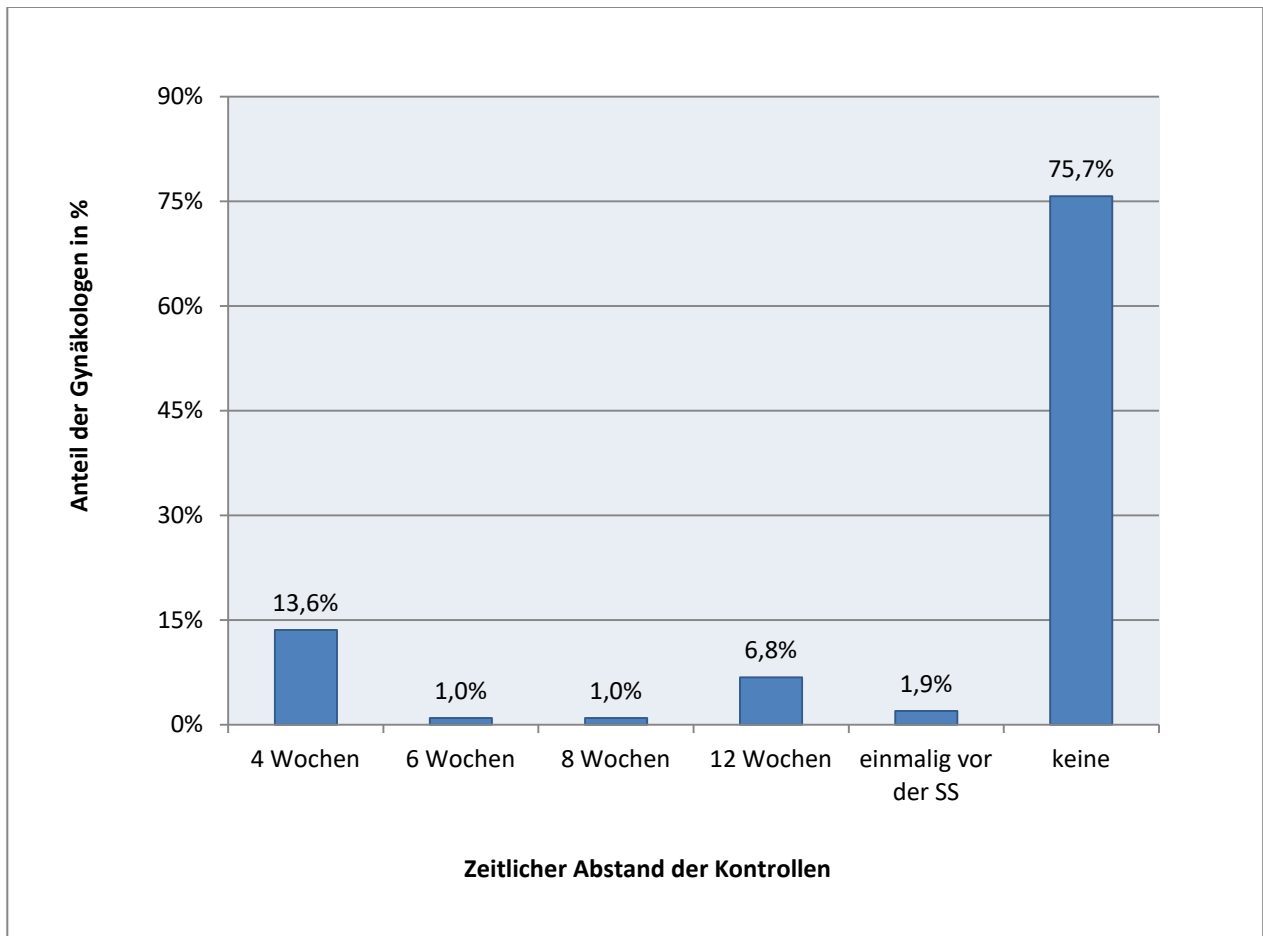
Häufigkeit sonographischer Kontrollen der Schilddrüse. Angaben der befragten Gynäkologen zum zeitlichen Abstand sonographischer Kontrollen der Schilddrüse bei Patientinnen der Kohorte „Schilddrüsenkrank“ in der Schwangerschaft (SS) der vorliegenden Studie
